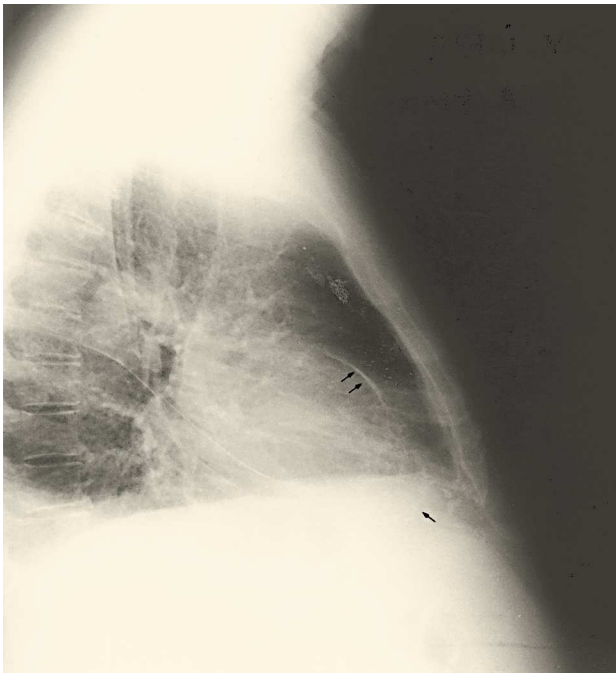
Radiografía de tórax en proyección lateral. Se observa la imagen de calcificación pericárdica en torno a la silueta cardíaca (flechas).
